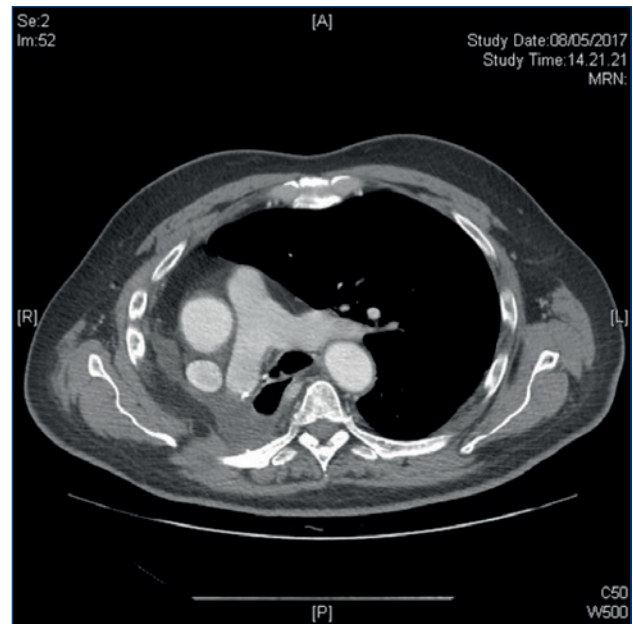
TC *total body*. Dislocazione asse vascolare.
